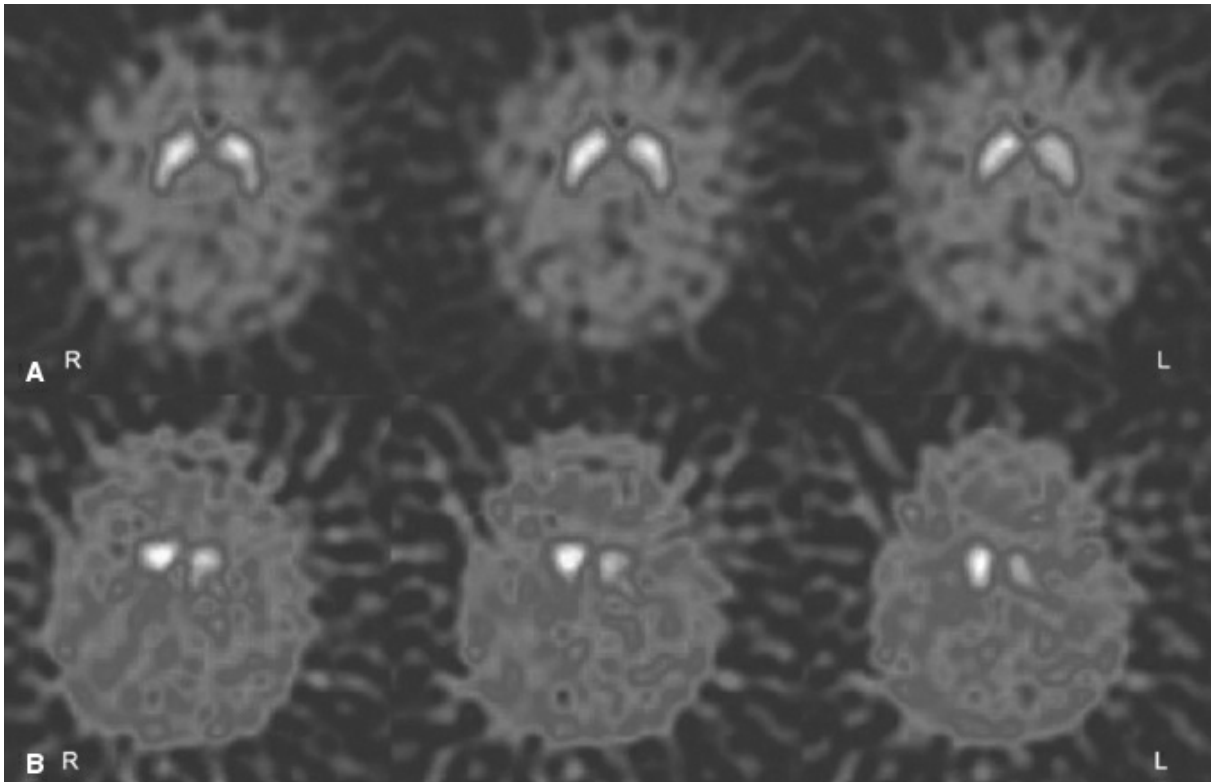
Estudio de transportador de dopamina (DAT) mediante SPECT cerebral. A: caso control. B: caso descrito en esta pregunta (cortesía Dr. Jacob Dubroff). También se muestra en el inserto a color.
